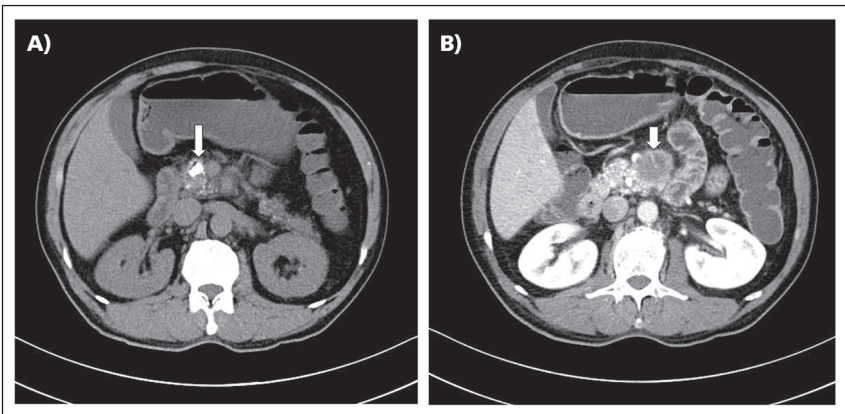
Hombre de 53 años con historia de pancreatitis crónica conocida de 12 años de evolución, con pocos síntomas ocasionales. Consulta por dolor epigástrico. TC muestra un cálculo calcificado en la cabeza del páncreas (A). Calcificaciones difusas gruesas en la cabeza de páncreas y una lesión hipovascular compatible con cáncer de páncreas (B).
